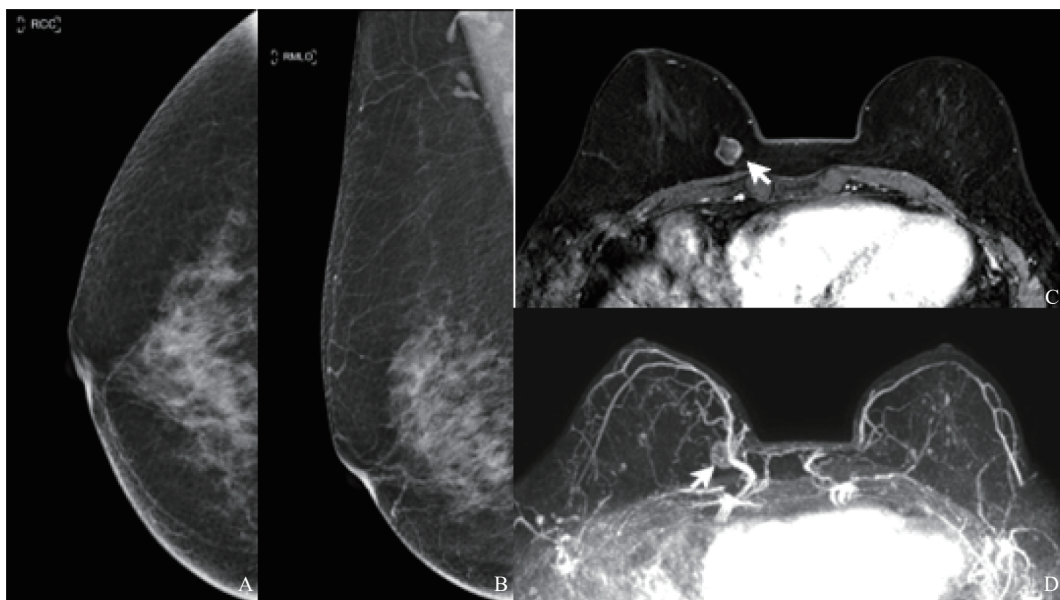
典型病例1(患者, 女性, 62岁, 右乳肿块)FFDM及MRI图像
